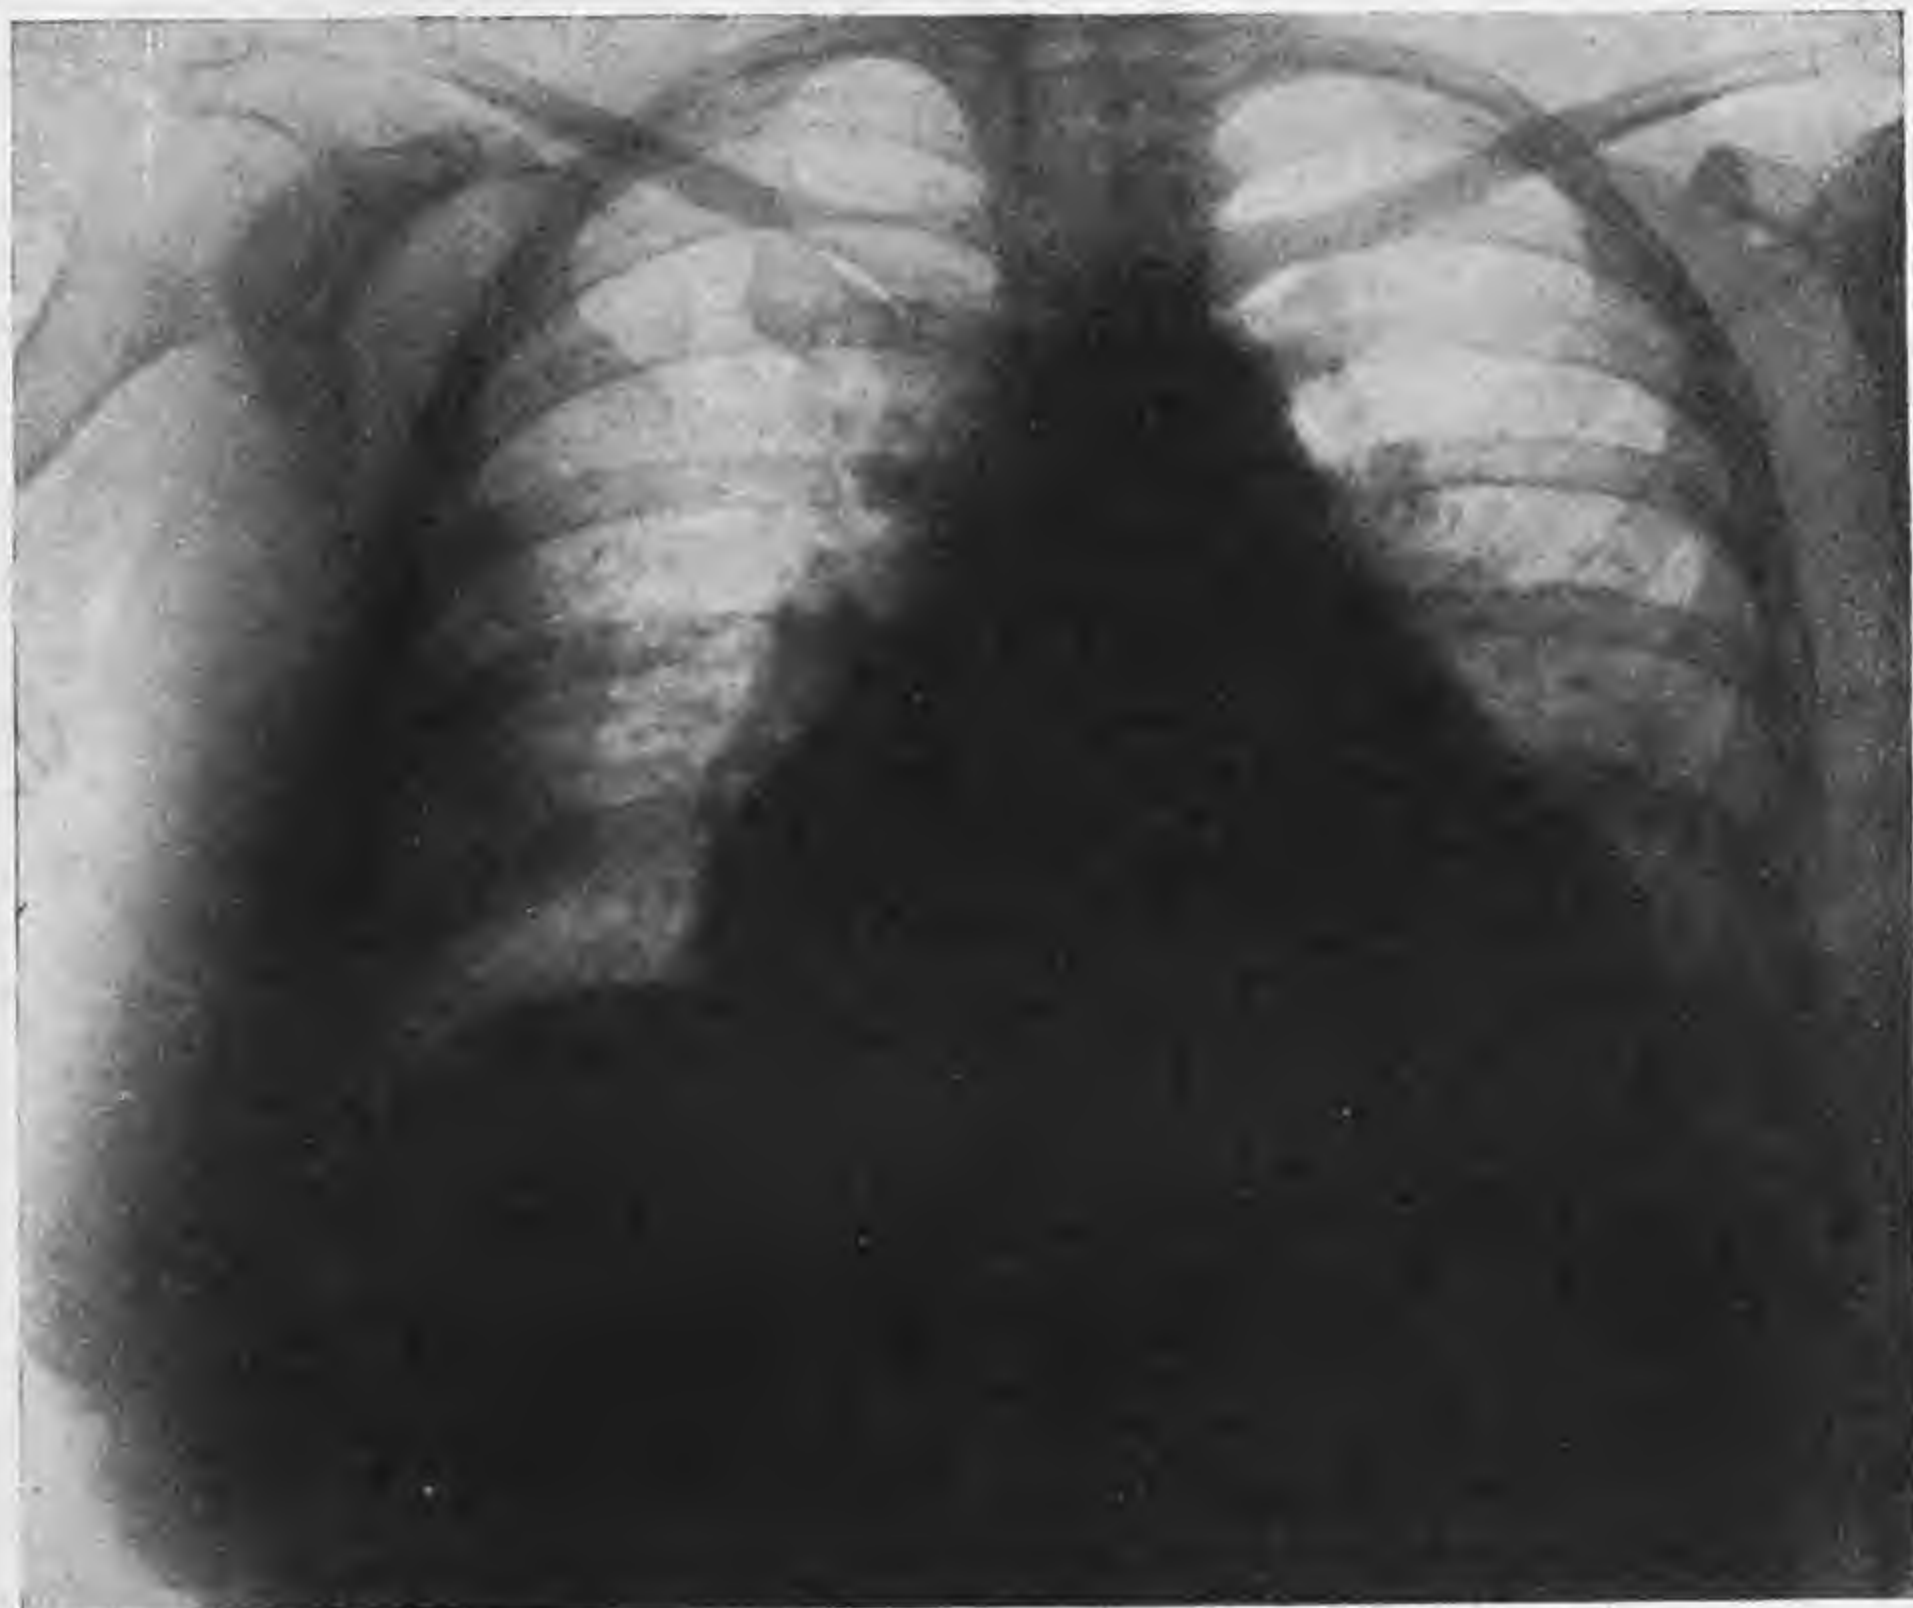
Far. Maria - Teleradiografia del torace.
